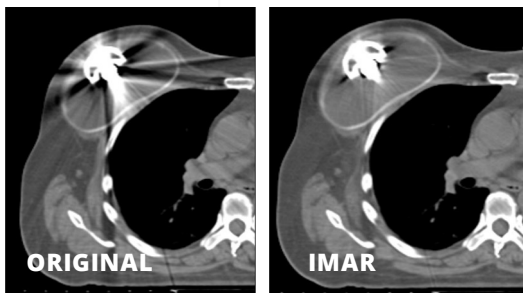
TC de mama con expansor de antes y después de aplicar iMAR. Se puede observar una reducción del artefacto
